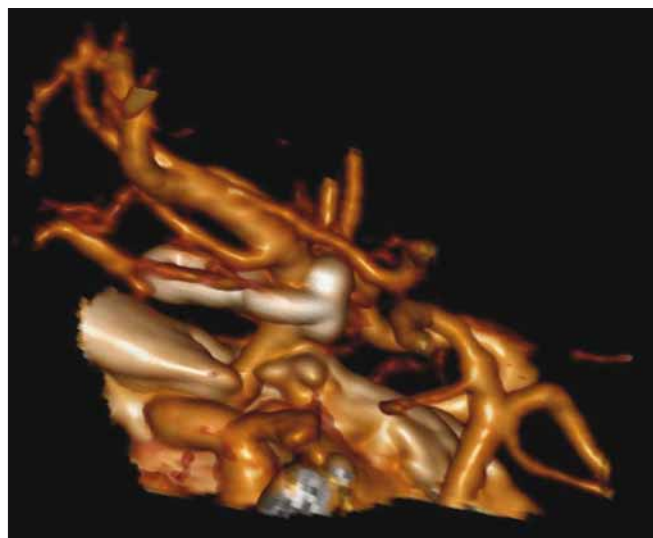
Postoperative CTA reconstruction demonstrating a T-bar clip fully excluding the aneurysm from circulation.
